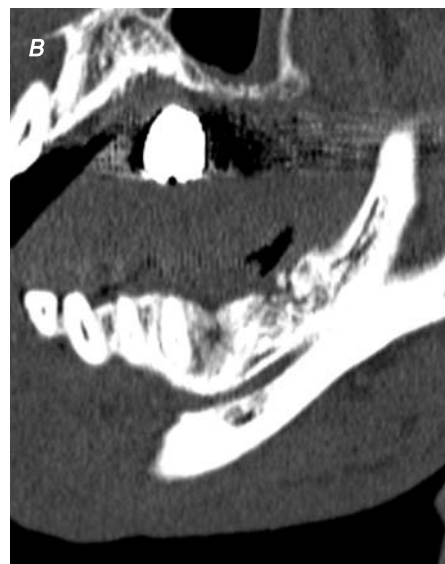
Мультиспиральная компьютерная томография через 6 месяцев после имплантации зубов:
